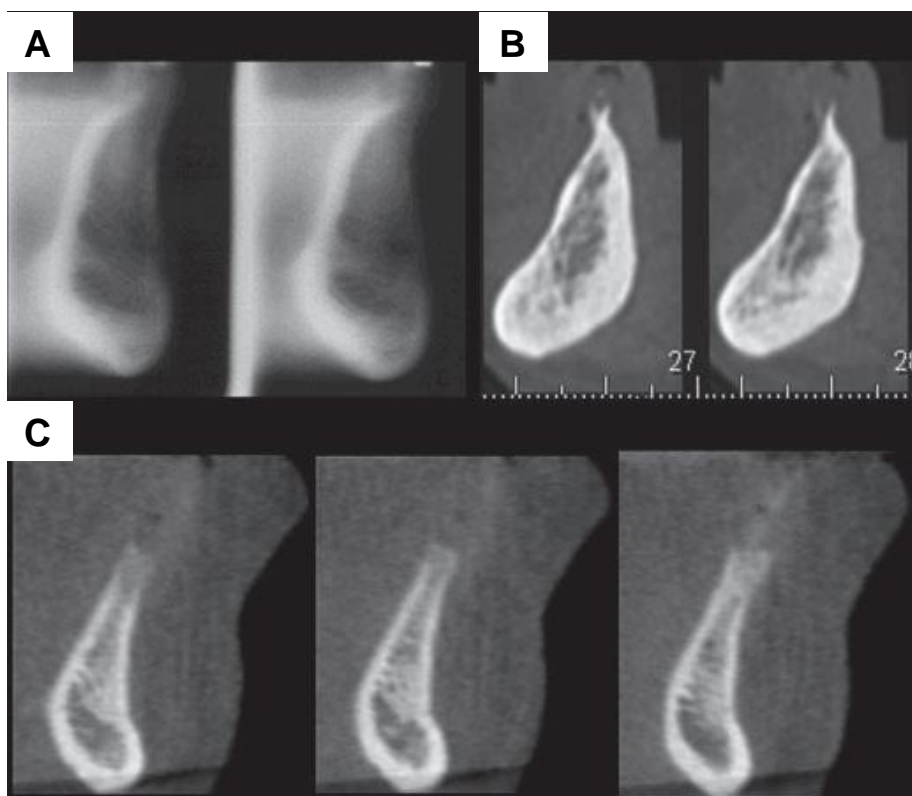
Comparação entre as imagens transversais da mandíbula obtida por tomografia hypocycloidal (A), CT multislice (B) e TCCB (C).
